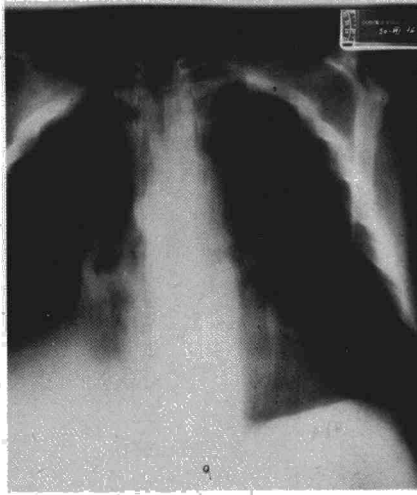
Tomografía de tórax. Tumoración broncopulmonar de límites no netos y cavitada.
